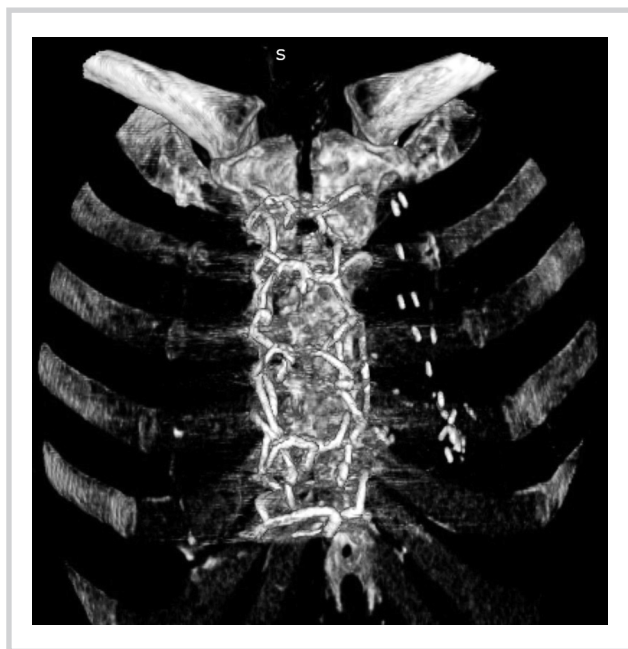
КТ-картина тотального диастаза с несостоятельностью грудины на всем протяжении после реостеосинтеза по Robicsek.
